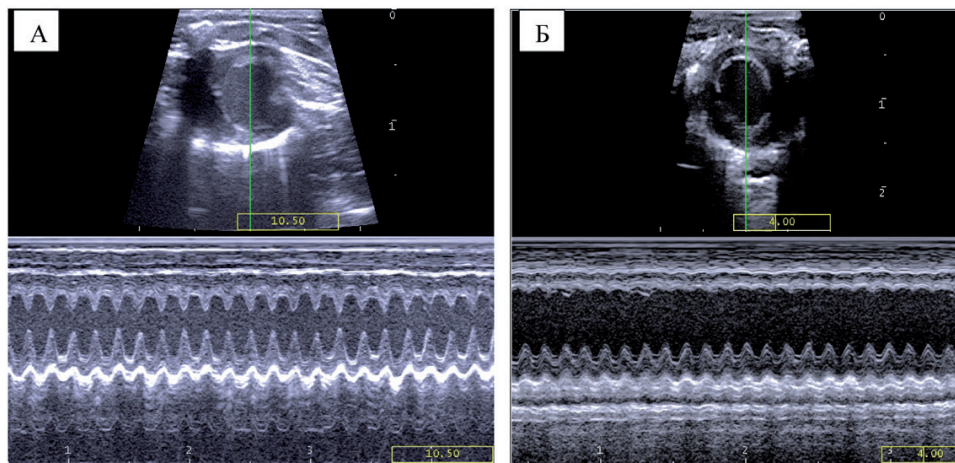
Эхокардиографическое исследование, М-режим, короткая парастернальная позиция (PSAX). А – нативное сердце, Б – 3 недели после наложения лигатуры на левую коронарную артерию (акинезия передней стенки).
